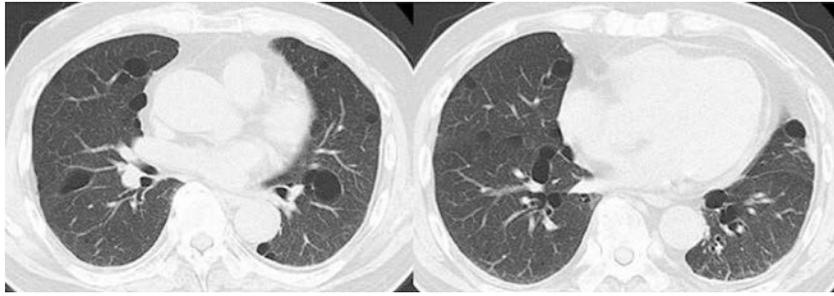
Patient's CT findings. Multiple lung cysts were found predominantly in the lower lung field and mediastinal side of both lungs. The cysts ranged in size from a few millimeters to 30 mm and were scattered. Some cysts were in contact with the pulmonary arteries or veins.
